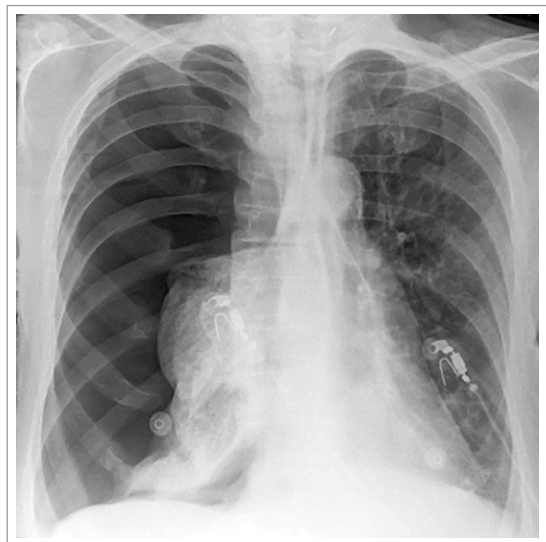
Radiografía de tórax PA. Neumotórax total. Obtenido de CC BY-SA 3.0.
